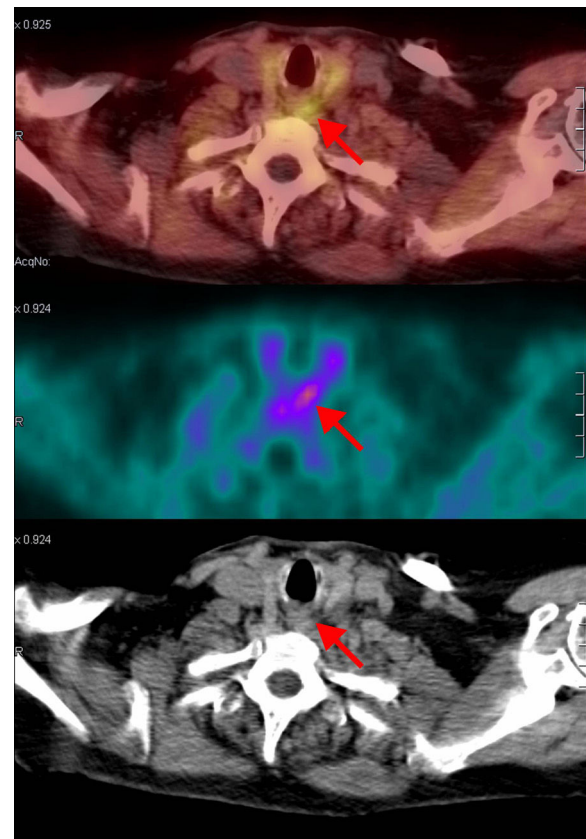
PET/TC con ¹⁸F-colina: cortes axiales de fusión (superior), PET (medio) y TC (inferior), en los que se visualiza un foco hiperactivo retrotraqueal izquierdo, compatible con adenoma de paratiroides (cortesía del Servicio de Medicina Nuclear del Hospital Puerta de Hierro, Madrid).
